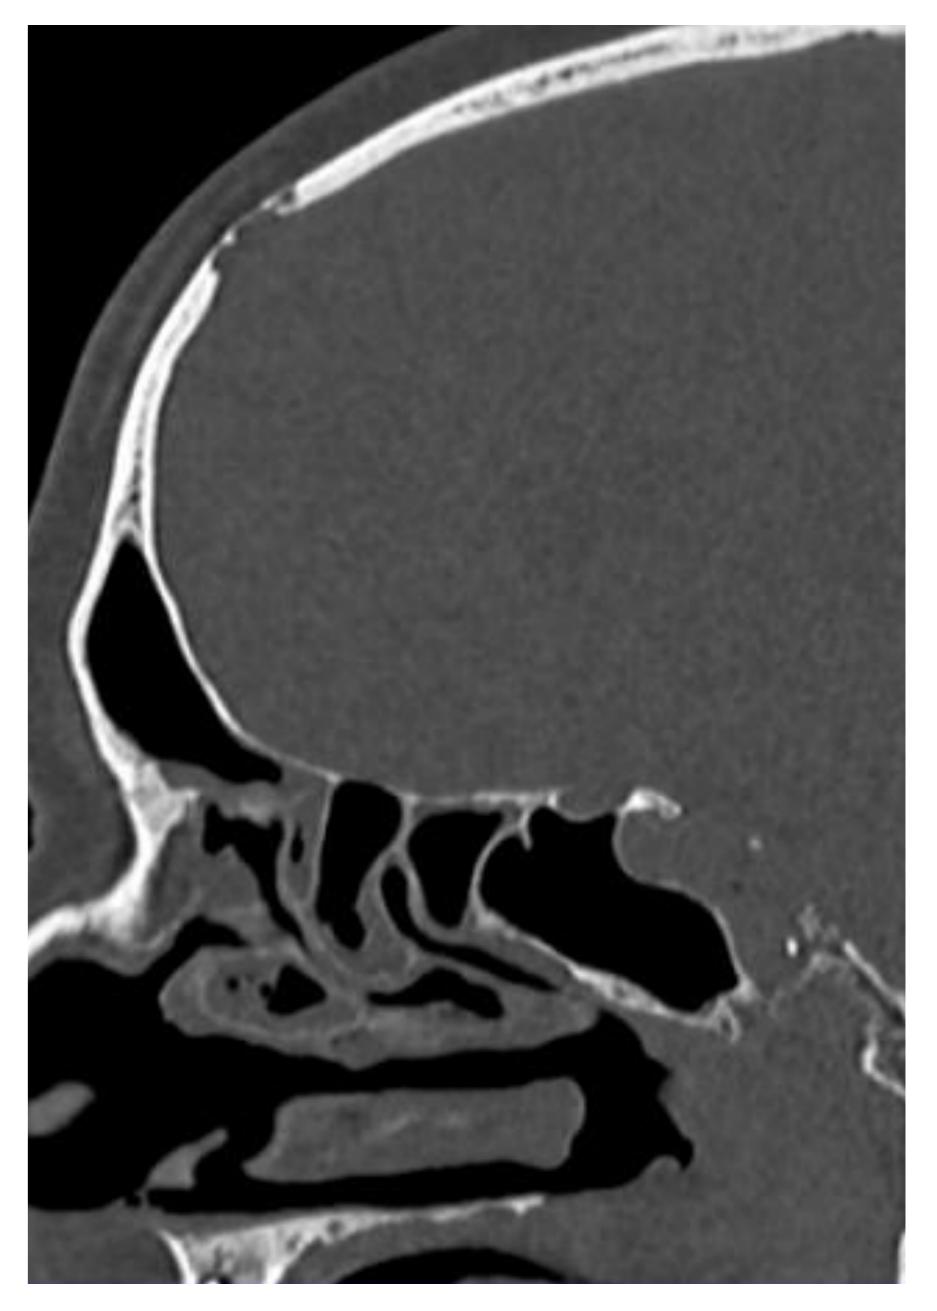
TC ósea coronal y sagital (izqda.) y reconstrucción 3D (dcha). Defecto óseo en hueso frontal izquierdo isodenso al líquido cefalorraquideo.
